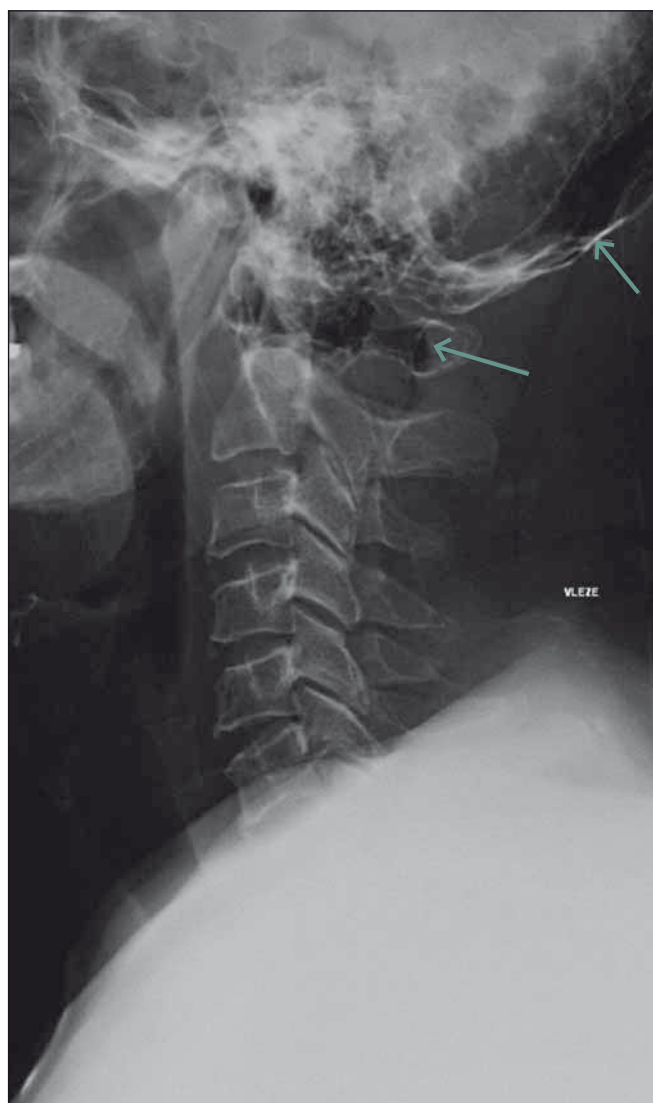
Kontrolní CT vyšetření se zavedenými tlak vyrovnávajícím trubičkami, označené šipkami.
